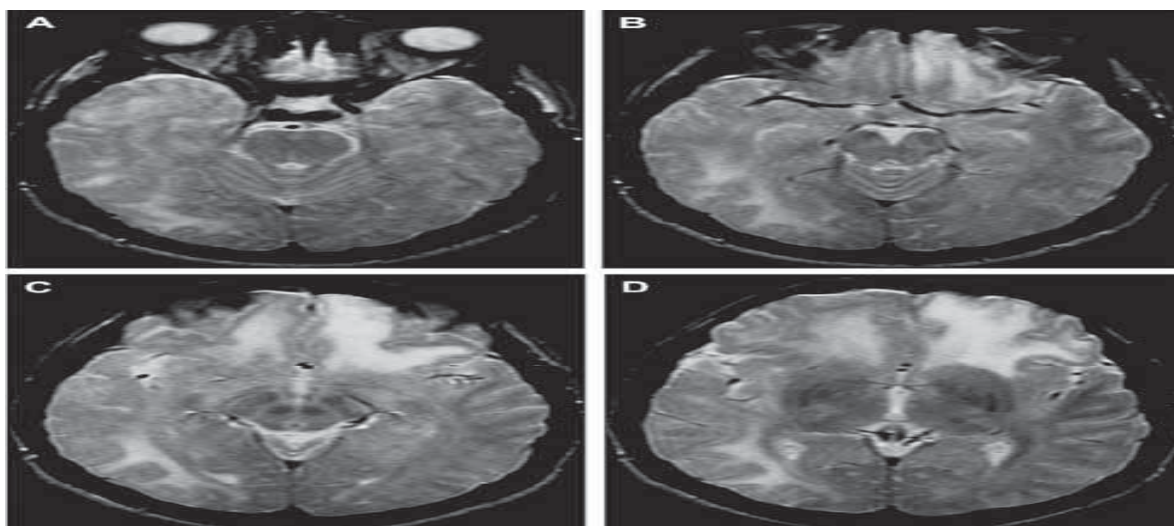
Результати МРТ дослідження у дитини 2-х років із діагнозом вірусний енцефаліт, викликаний HSV 1/2 типу
